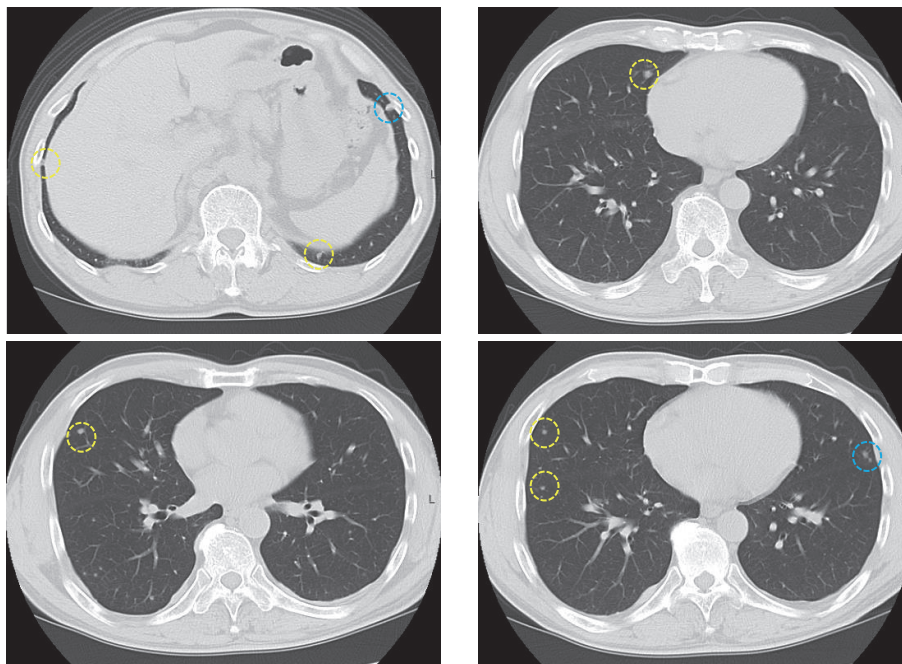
CT findings (11 months after the operation)
